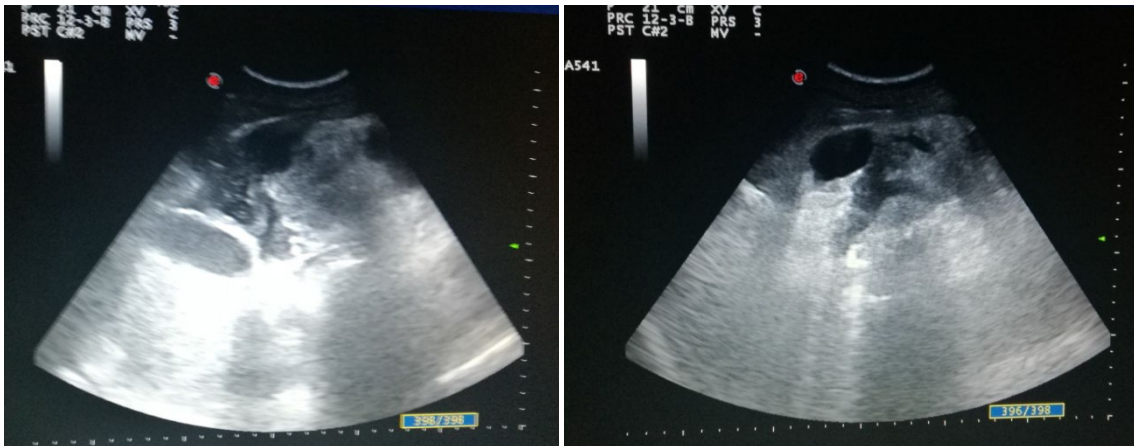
Ecografía abdominal. Colección pancreática.
